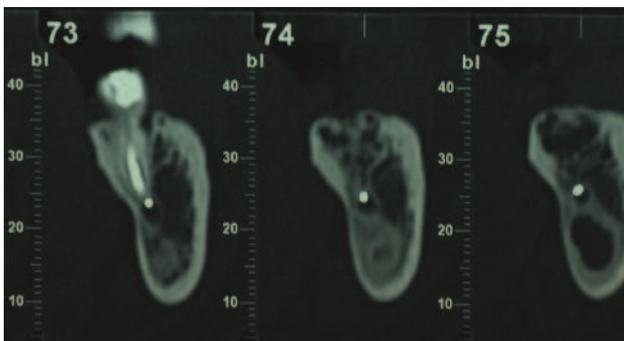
TAC cortes transversales. Lesión radiotransparente con halo esclerótico.
